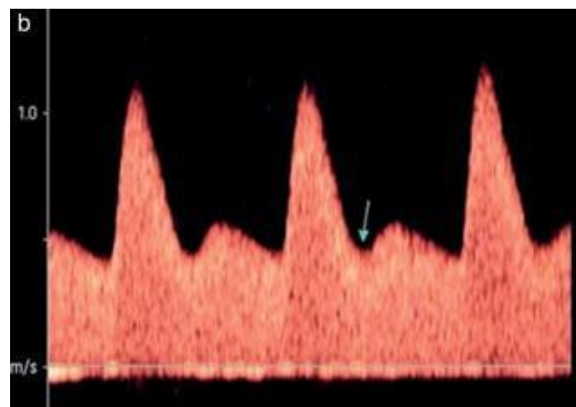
Nr. 1.9. Doppler Anormal: Prania e Notchit Protodiatolik
